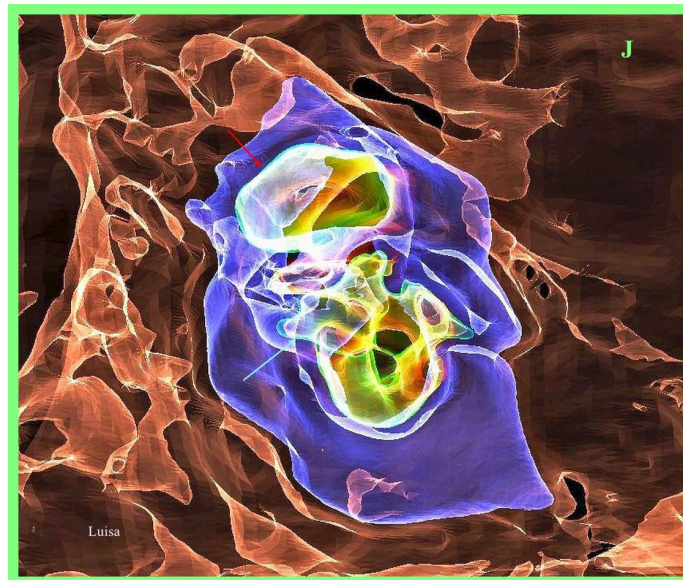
TC 3D en semitransparencia que muestra la cápsula ótica de 'Luisa'. Dentro de la cápsula ótica, el meato auditivo interno (flecha roja) conduce a una estructura ovalada superior y a una estructura irregular inferior (flecha azul), presumiblemente portadora de canales semicirculares. (Nota: el lado izquierdo de la imagen mira hacia anterior).
